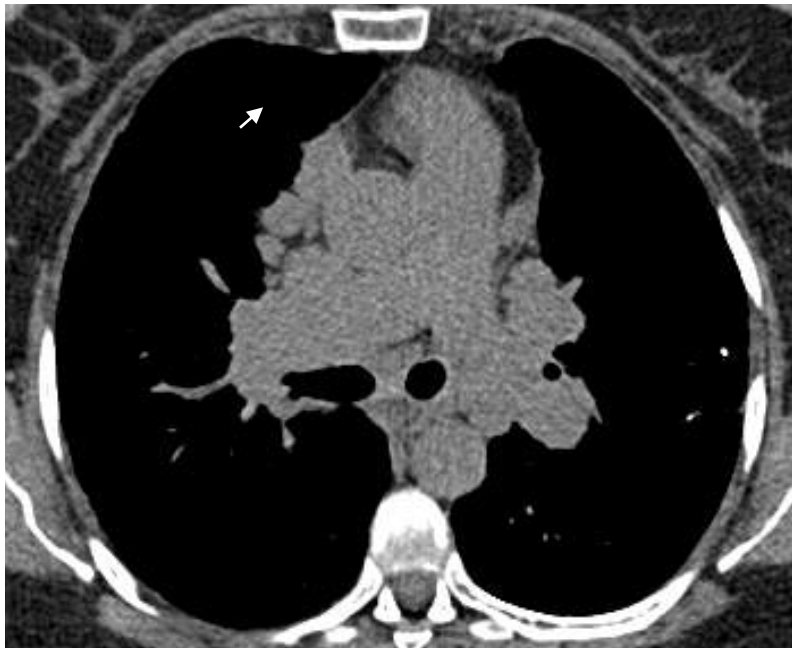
Tomografía de alta resolución, Múltiples adenopatías
